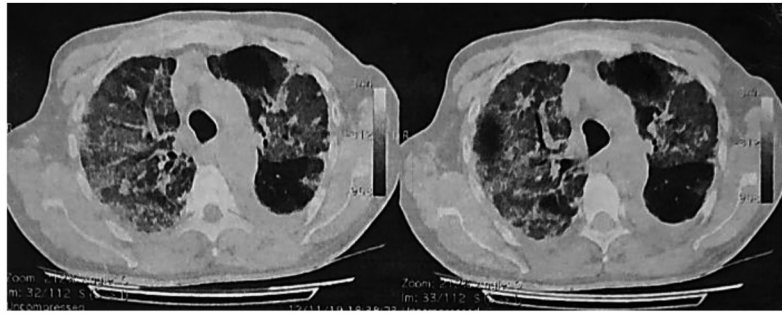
Tomografía de tórax de ingreso a terapia.
